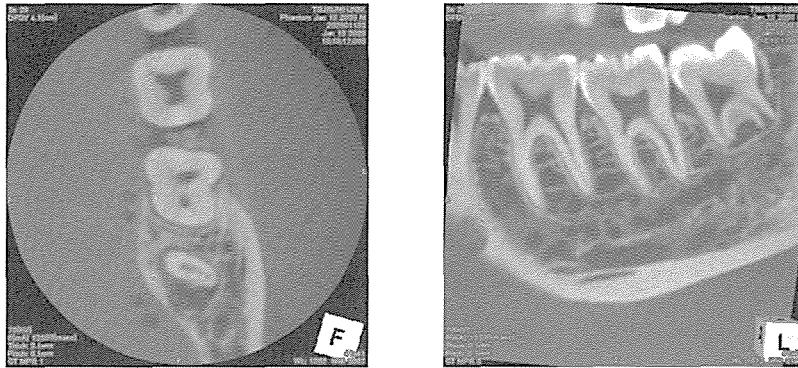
デンタルCTモード水平断面画像と矢状断面画像
